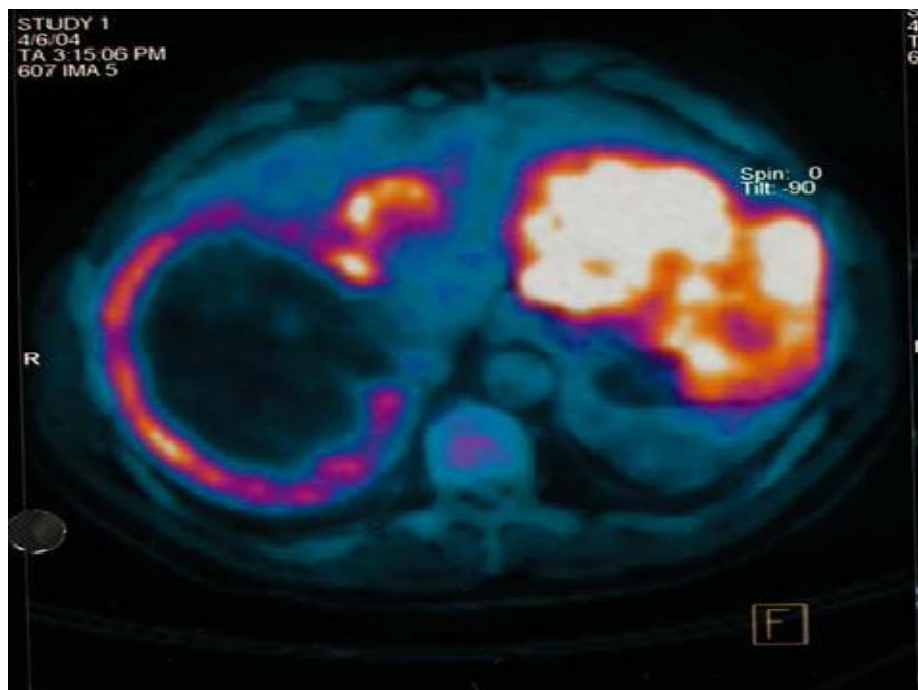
Une TEP montrant la fixation de FDG par une GIST [87]
